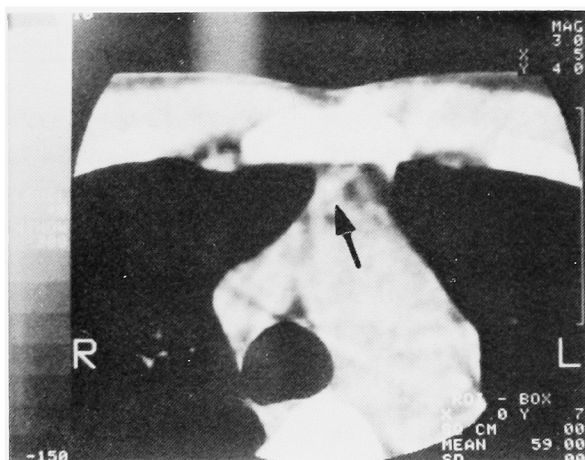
CT scan shows the adenoma (arrow) in the anterior mediastinum
